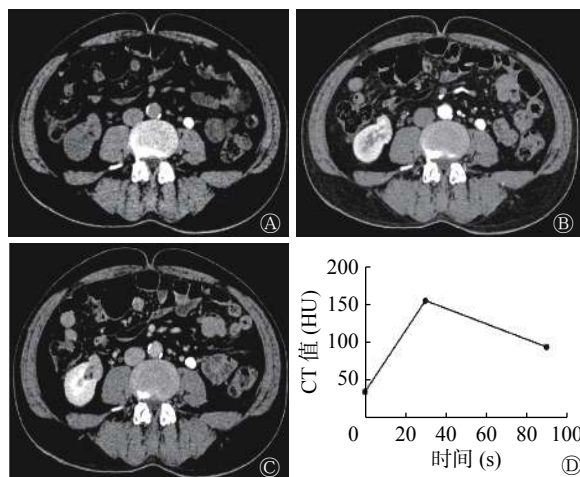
类上皮样 AML 患者(男性, 59 岁)右肾 CT 图 图中, A: 横断面 CT 示右肾肿瘤呈等密度, CT 值为 36.2 HU, 肉眼可见脂肪密度影; B: 皮质期横断面增强 CT, CT 值为 153.4 HU, 邻近肾皮质 CT 值为 157.2 HU, 肿瘤皮质期强化较明显, 强化比值为 0.98, 瘤内未见坏死灶; C: 髓质期横断面增强 CT, CT 值为 93.9 HU; D: 时间-密度曲线图示病灶呈“快进快出”强化模式。AML: 血管平滑肌脂肪瘤; CT: 计算机断层摄影术
